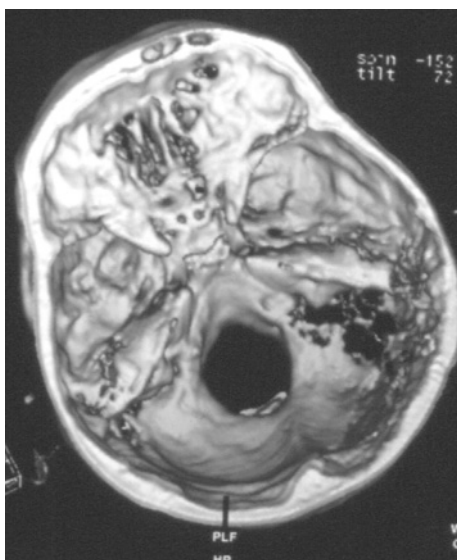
Трехмерная реконструкция КТ основания черепа. Четко видны участки остеолизиса в области затылочной и височной костей справа.
